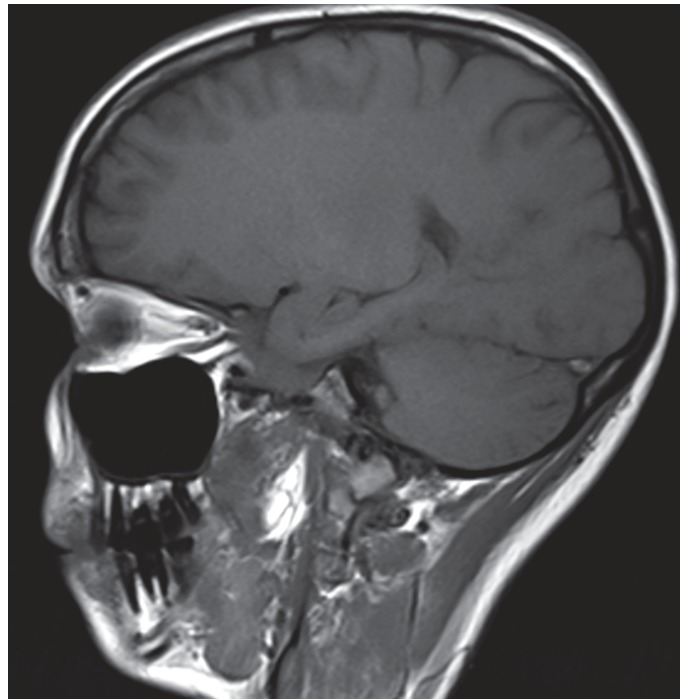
MRT, T1-Gewichtung
